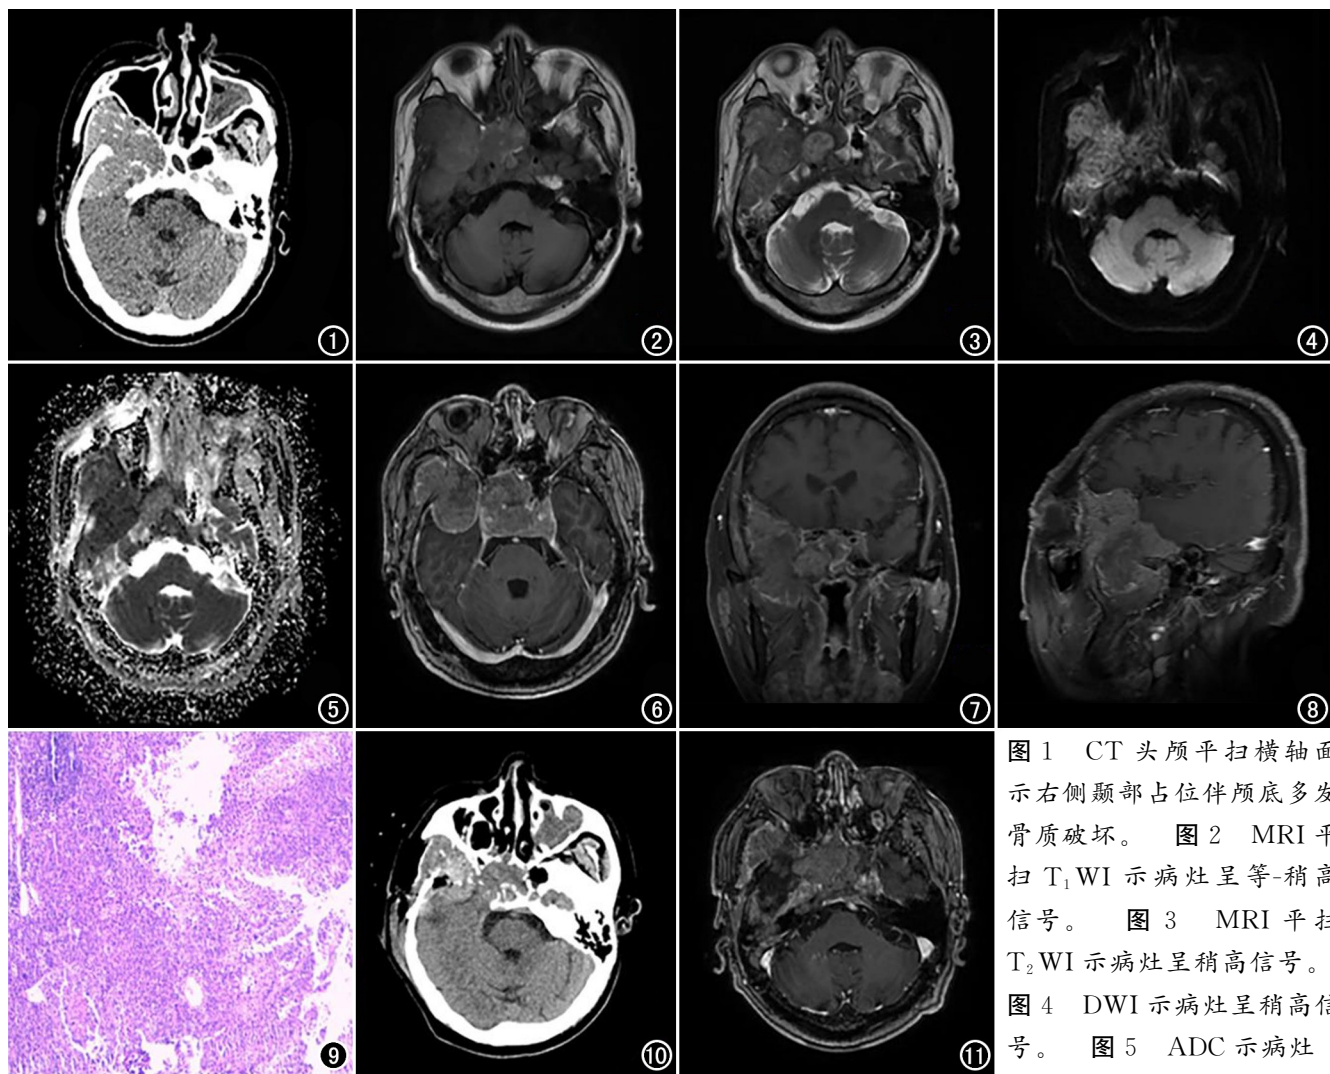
CT头颅平扫横轴面示右侧颞部占位伴颅底多发骨质破坏。图2 MRI平扫T₁WI示病灶呈等-稍高信号。图3 MRI平扫T₂WI示病灶呈稍高信号。图4 DWI示病灶呈稍高信号。图5 ADC示病灶
